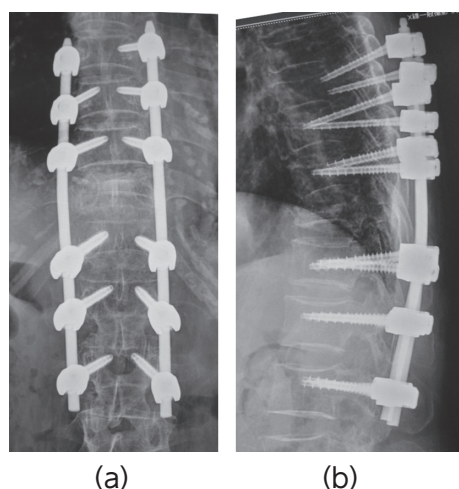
脊椎後方固定術後単純X線 (a) 正面像, (b) 側面像。初診2週後に第11胸椎椎体骨折に対して3A3Bの後方固定術を施行した。
